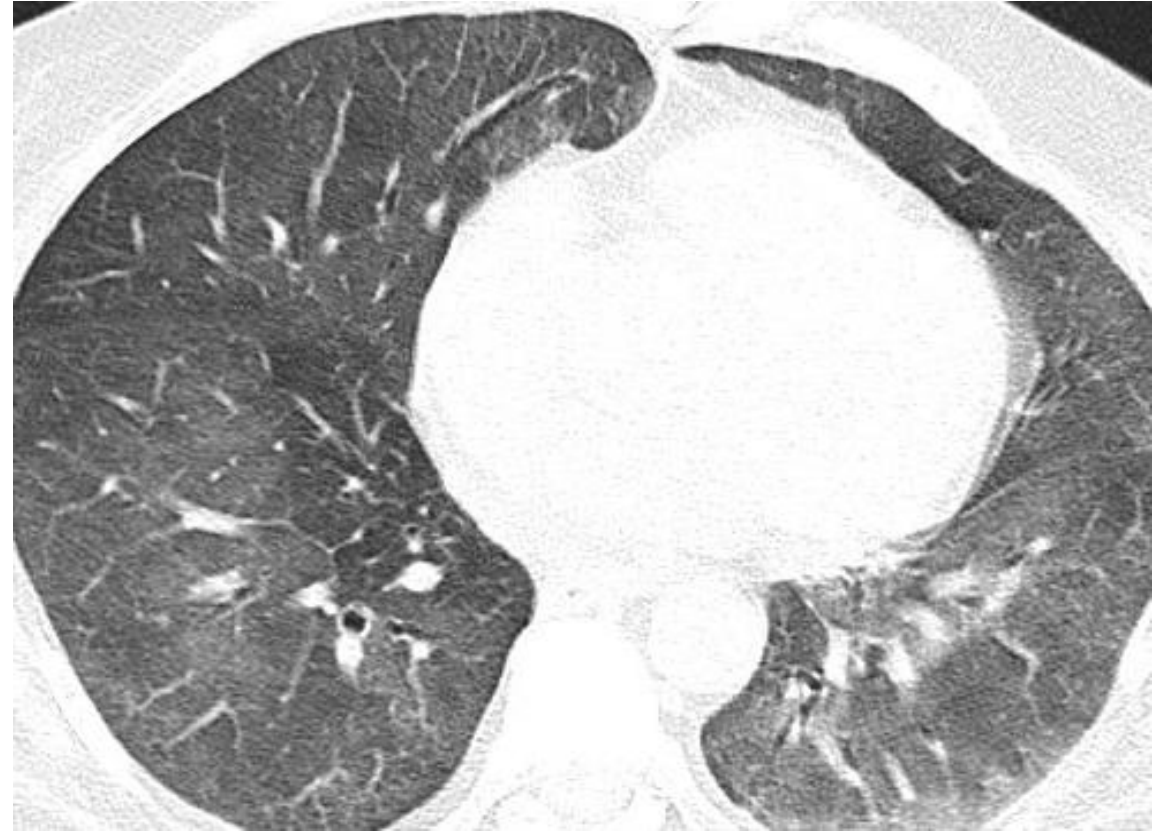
Corte axial de TC torácica en ventana pulmonar con opacidades bilaterales en vidrio deslustrado, hallazgos compatibles con infección por citomegalovirus (CMV) en otro paciente.
